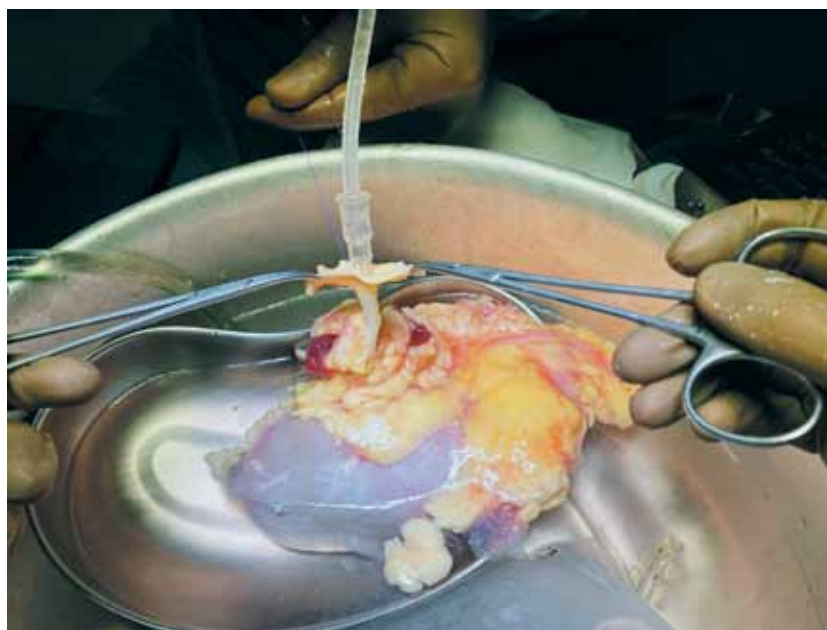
Канюляция артерии почечного трансплантата для проведения оксигенированной холододовой перфузии
